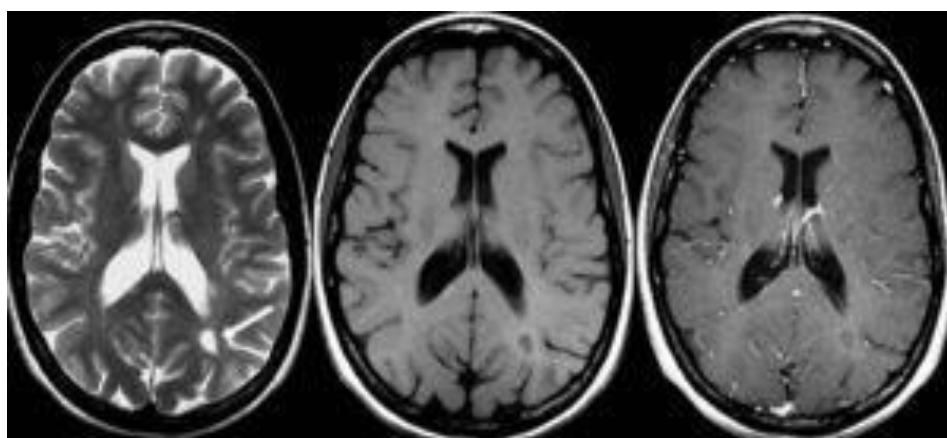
Resonancia magnética cerebral. Secuencias ponderadas en T2 (izquierda), T1 (centro) y T1 con contraste (derecha).
